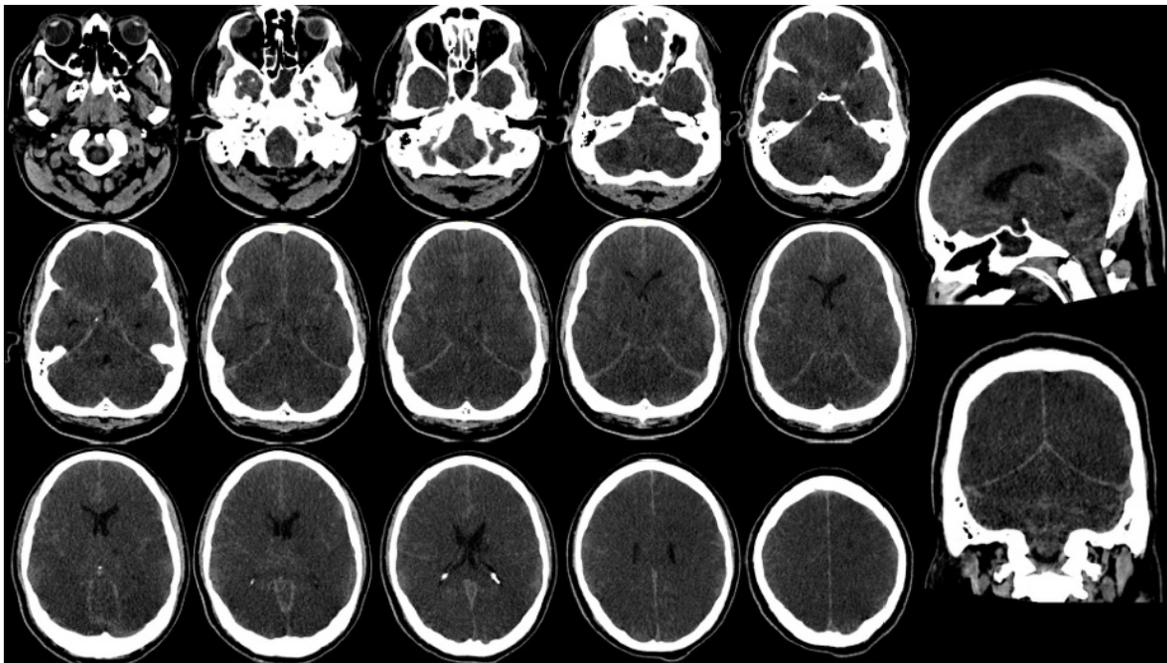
Tomografía de cráneo simple caso clínico 2.
